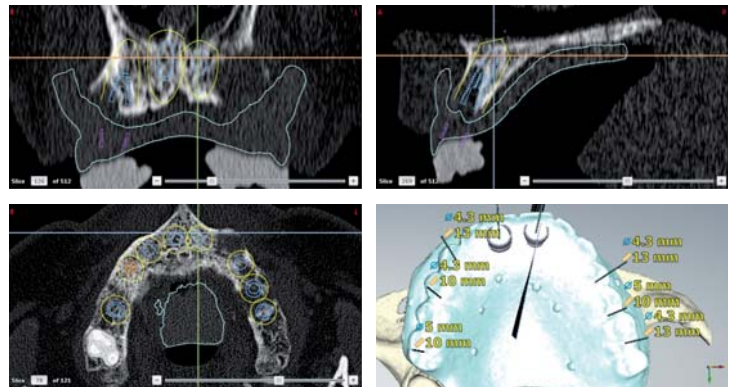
Die Software NobelClinician kann vier Ansichten auf einem Bildschirm anzeigen. Diese sind in Echtzeit miteinander verknüpft. Rechts oben: Sagittaler Schnitt im Bereich des Implantats an Position 21. Die klare Abgrenzung der Röntgenschablone vom Knochenlager erlaubt es, zusätzlich die Schleimhautdicke zu beurteilen, ein wichtiger Faktor beim Gestalten der prothetischen Versorgung. Links oben: In der entsprechenden transversalen Ansicht lassen sich die Abstände zwischen den Implantaten überprüfen. Die lila eingefärbte Struktur entspricht der Position der Bohrhülse im Verhältnis zur Röntgenschablone. Links unten: Axiale Projektionen erleichtern die optimale Positionierung im Verhältnis zur alveolären Basis und zum Alveolarfortsatz. Die gelben Bereiche um die Implantate entsprechen der Sicherheitszone. Rechts unten: In der 3-D-Übersichtsdarstellung werden Länge und Durchmesser der ausgewählten Implantate im Verhältnis zur geplanten Prothese angezeigt. Die schwarzen Linien markieren die Implantatachsen.
